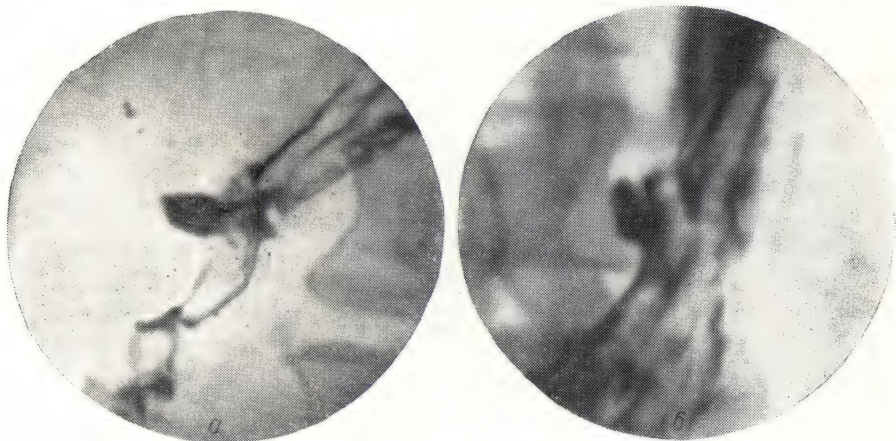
Язва желудка (рентгенограммы).
